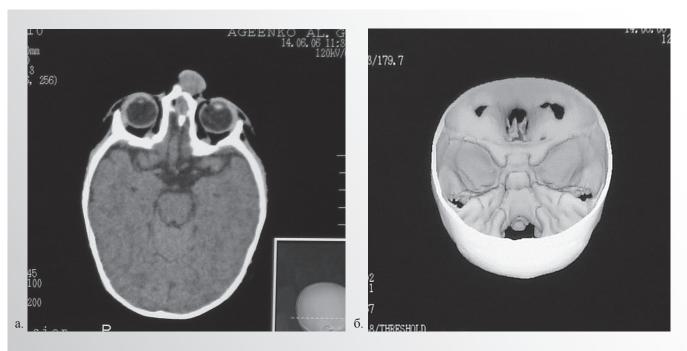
Компьютерные томограммы пациента А. а – в аксиальной проекции; б - 3D реконструкция. Слепое отверстие расширено до 1,5x1,7см., в левой носовой кости дефект 0,7x0,5см., содержимое передней черепной ямки через образованный канал распространяется под кожу левой носоглазничной области.
